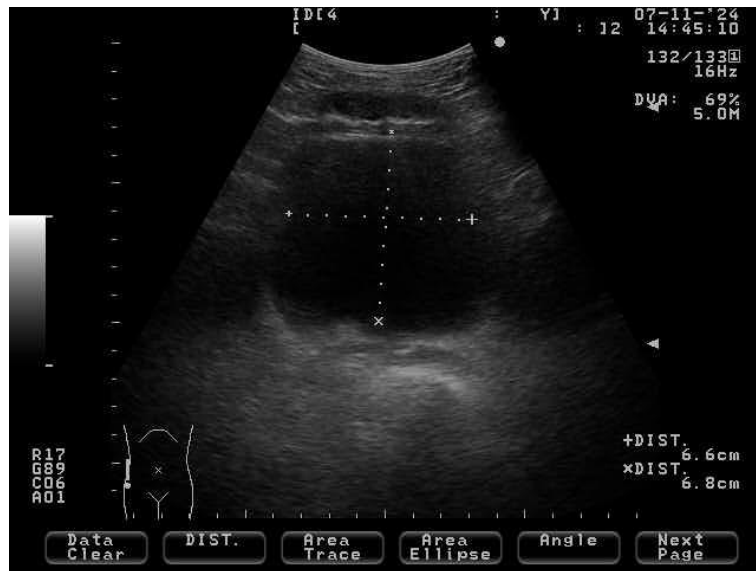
Plano sagital de una ecografía de vejiga.
